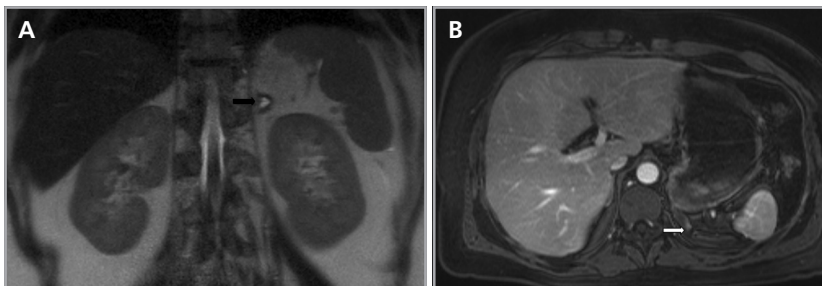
Pequeño feocromocitoma quístico. Corte coronal de resonancia magnética ponderada en secuencia HASTE (a) y corte axial ponderado en T1 con saturación grasa y uso de contraste endovenoso (b). Se observa una pequeña lesión quística suprarrenal izquierda (flecha negra), de paredes irregulares y con un componente nodular excéntrico que refuerza tras el uso de medio de contraste (flecha blanca).
